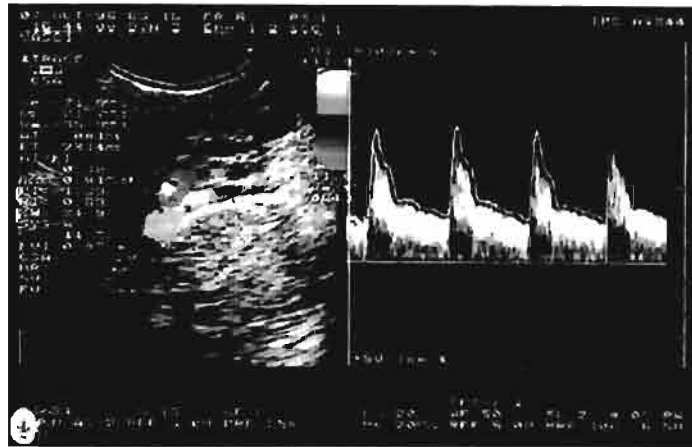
Doppler de Uterina derecha.
